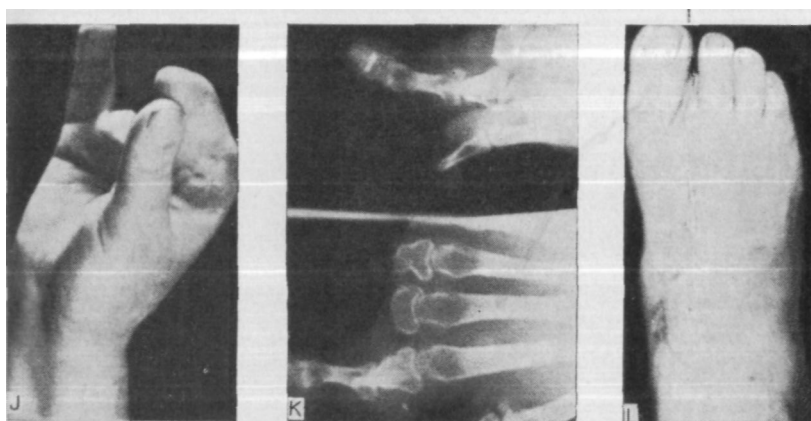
Хорошее противопоставление пересаженного пальца стопы и I пальца кисти. К. Рентгенограмма пересаженного II пальца стопы с интрамедулярным костным трансплантатом через 2 мес после операции. Л. Зажившая правая стопа после забора II пальца.
